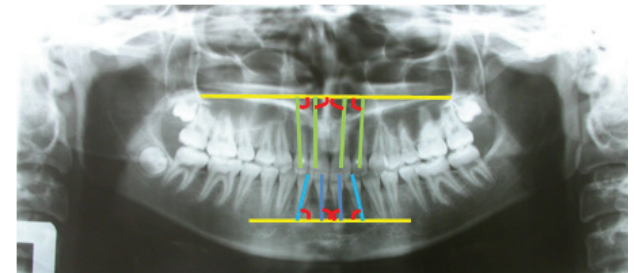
Construction of angles on the orthopantomogram of the jaws in the anterior region
